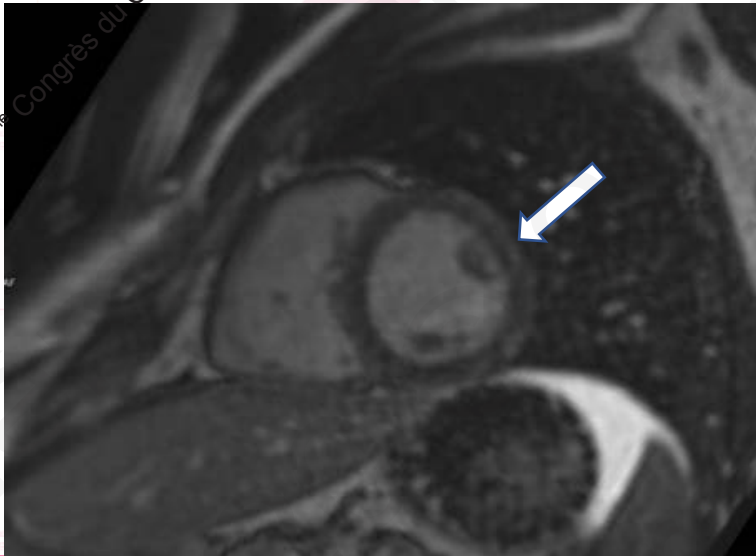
rétroissement sous-épicardique latéral en IRM cardiaque.
